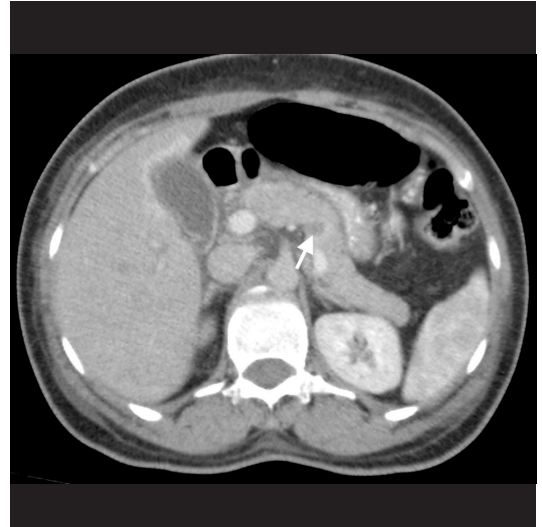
A, B. Bir hafta önce araç içi trafik kazası sırasında künt travmaya maruz kalan 41 yaşındaki erkek hastada pankreas transeksiyonu. (A) İntravenöz kontrastlı aksial abdomen BT görüntüsünde pankreas gövde kesiminde anteroposterior düzlemde parankimi tümü ile kateden lineer uzanımı olan transeksiyon (ok) izlenmektedir. (B) Pankreas anteriorunda transeksiyon sonucu oluşan pankreas duktus yaralanmasına sekonder geniş boyutlu psödokist (oklar) mevcuttur.
